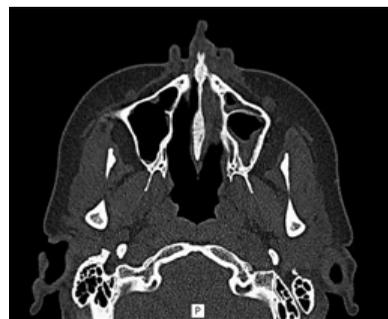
TC de macizo craneofacial: engrosamiento mucoso de seno maxilar izquierdo
